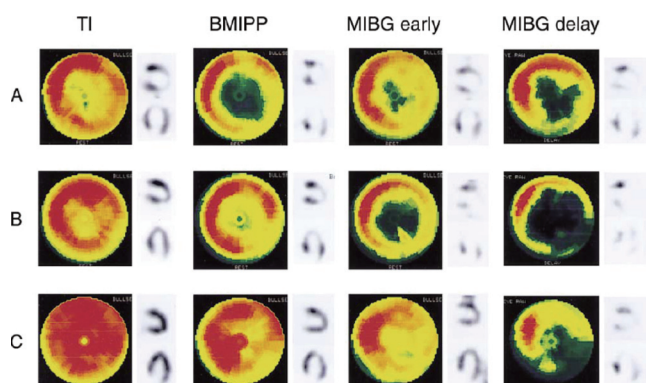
様々なSPECTイメージ。A；発症2、3日後、B；発症2～3週間後、C；発症3ヵ月後⁸⁾。
